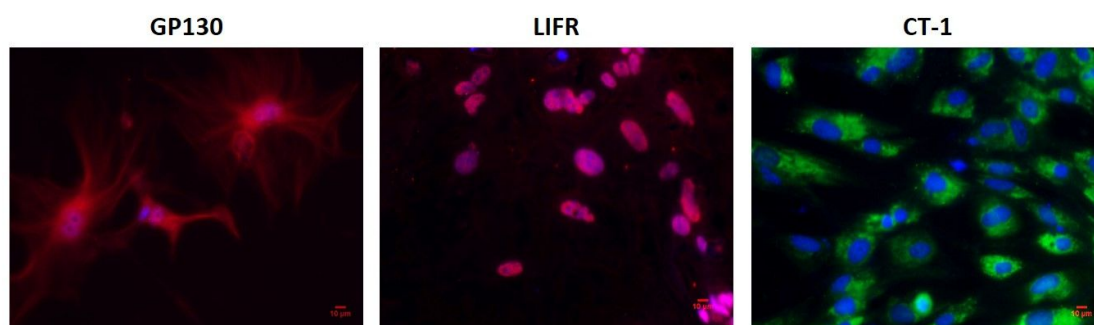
Análisis de la expresión de GP130, LIFR y CT-1 en podocitos glomerulares maduros en cultivo primario. Inmunofluorescencia de GP130, LIFR y CT-1. Magnificación original: 200X; barra= 10 µm. CT-1: cardiotrofina-1, GP130: glicoproteína 130, LIFR: receptor de LIF.
